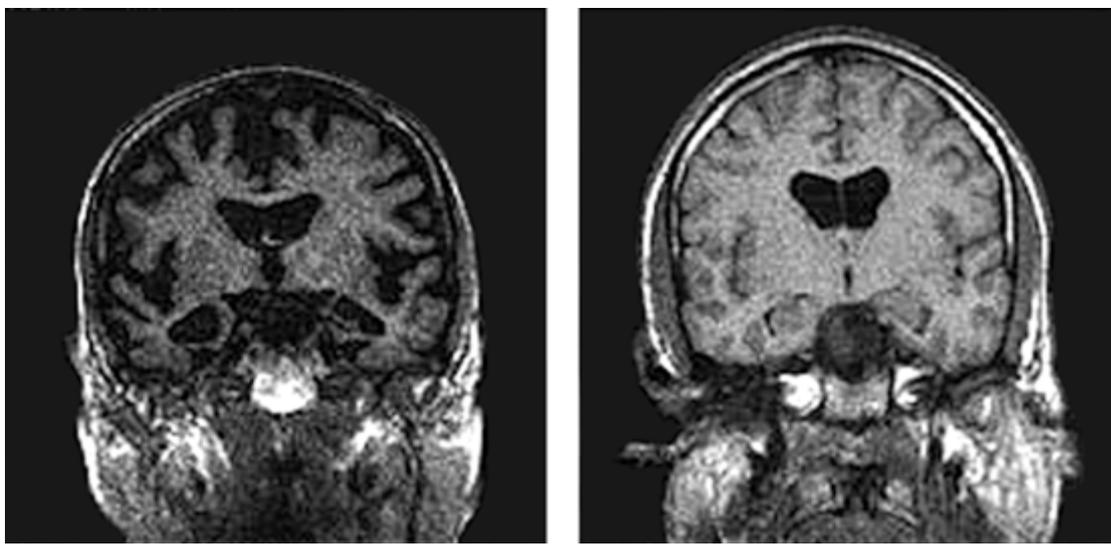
MRT-Aufnahmen eines Alzheimer-Patienten (links) und einer gleich alten nicht dementen Person (rechts). Hirnvolumenminderung und erweiterte Liquorräume sind deutlich zu erkennen
